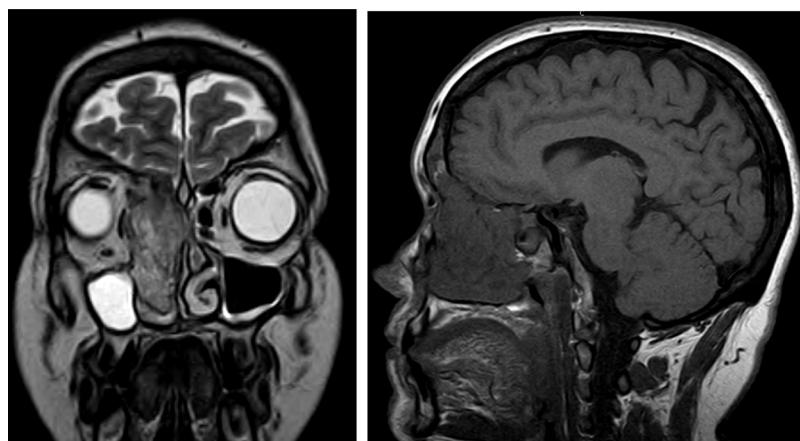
RMN senos paranasales donde se objetiva la masa del seno paranasal con invasión de la grasa y del hueso periorbitario.
